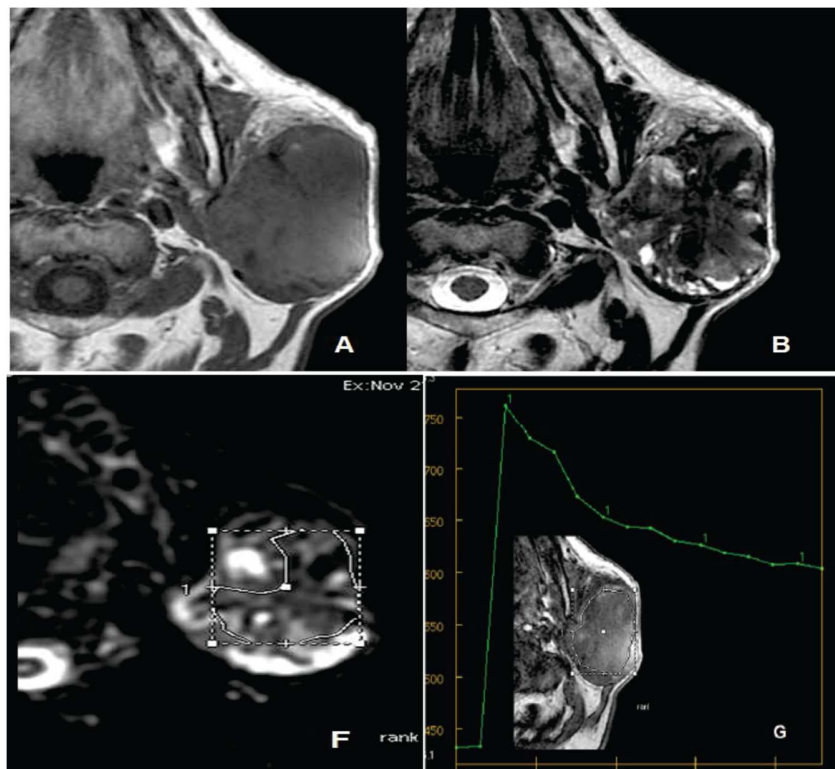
IRM en faveur d'une tumeur de Warthin de la glande parotide. L'association d'un iso-signal T1, iso-signal T2 hétérogène, un ADC à $0,9 \times 10^{-3} \text{ mm}^2/\text{s}$ avec une courbe de type B : fait porter le diagnostic d'une tumeur de Warthin ⁽³⁶⁾.
